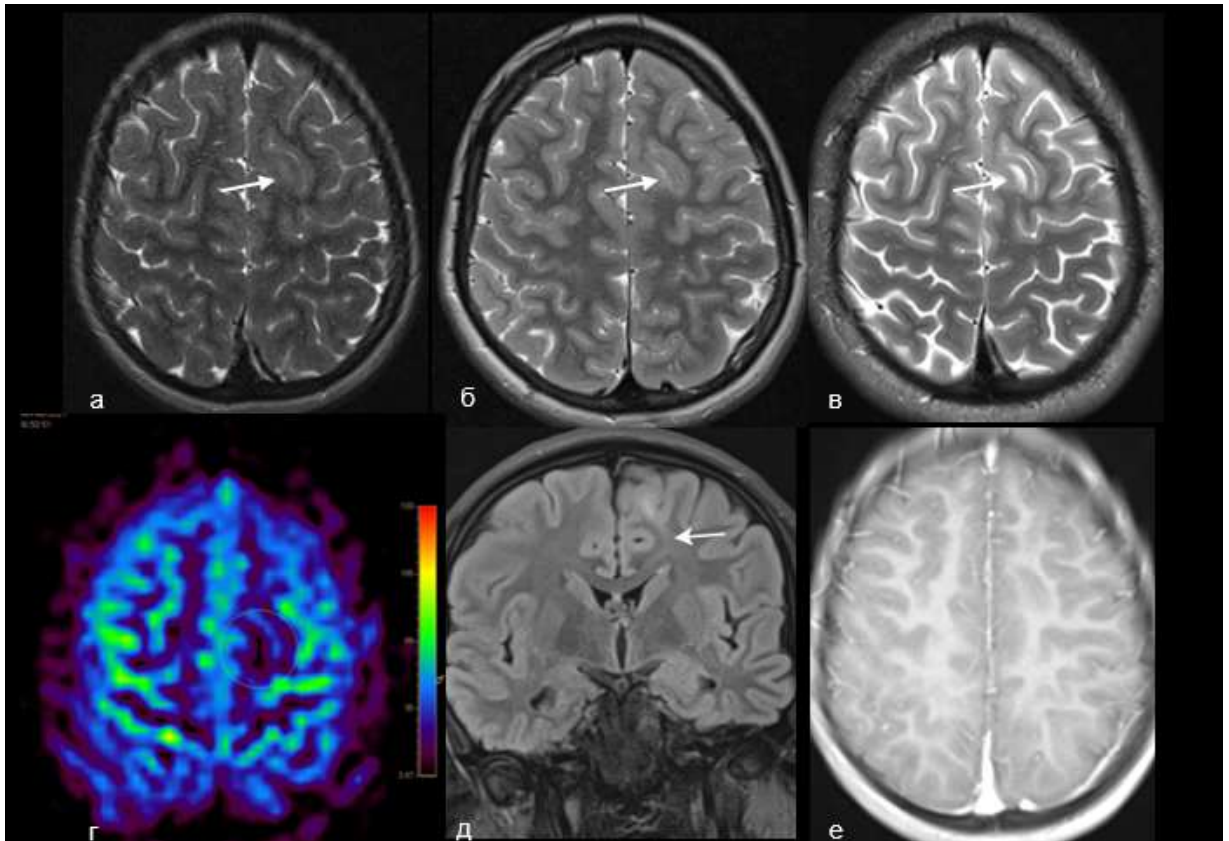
Пациент К. результаты динамических МРТ в 9, 13 и 17-летнем возрасте. На динамических изображениях импульсной последовательности, взвешенной по T2, отмечается трансформация очага с появлением отчетливой кистозной полости в его структуре и изменения сигнальных характеристик (стрелки). Вместе с тем, убедительных признаков изменения размеров патологического очага не определяется (а, б, в). По данным бесконтрастной МР-перфузии определяется локальное снижение кровотока в структуре очага (г), в импульсной последовательности FLAIR определяется отчетливый «трансмантийный» признак (д). При контрастировании, патологической аккумуляции контрастного агента не отмечено (е)
